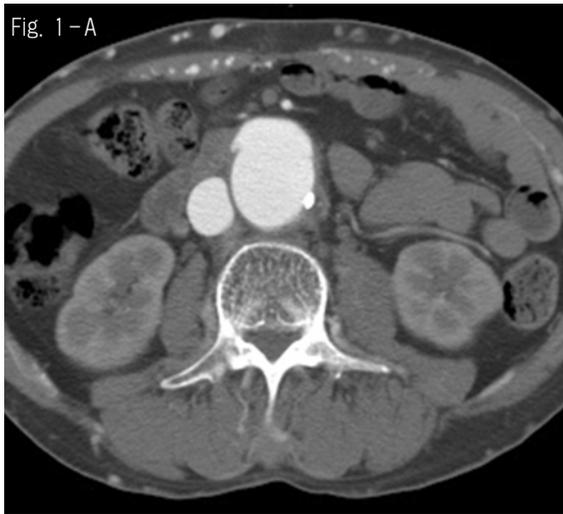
(a-c) Arterial-phase abdominal CT scan and 3D reconstruction image showing early equivalent enhancement of the IVC and aorta accompanied by the early enhancing and dilated multiple superficial veins of anterior abdominal wall. An arteriovenous fistula is apparent between the right common iliac artery and IVC (arrow).
